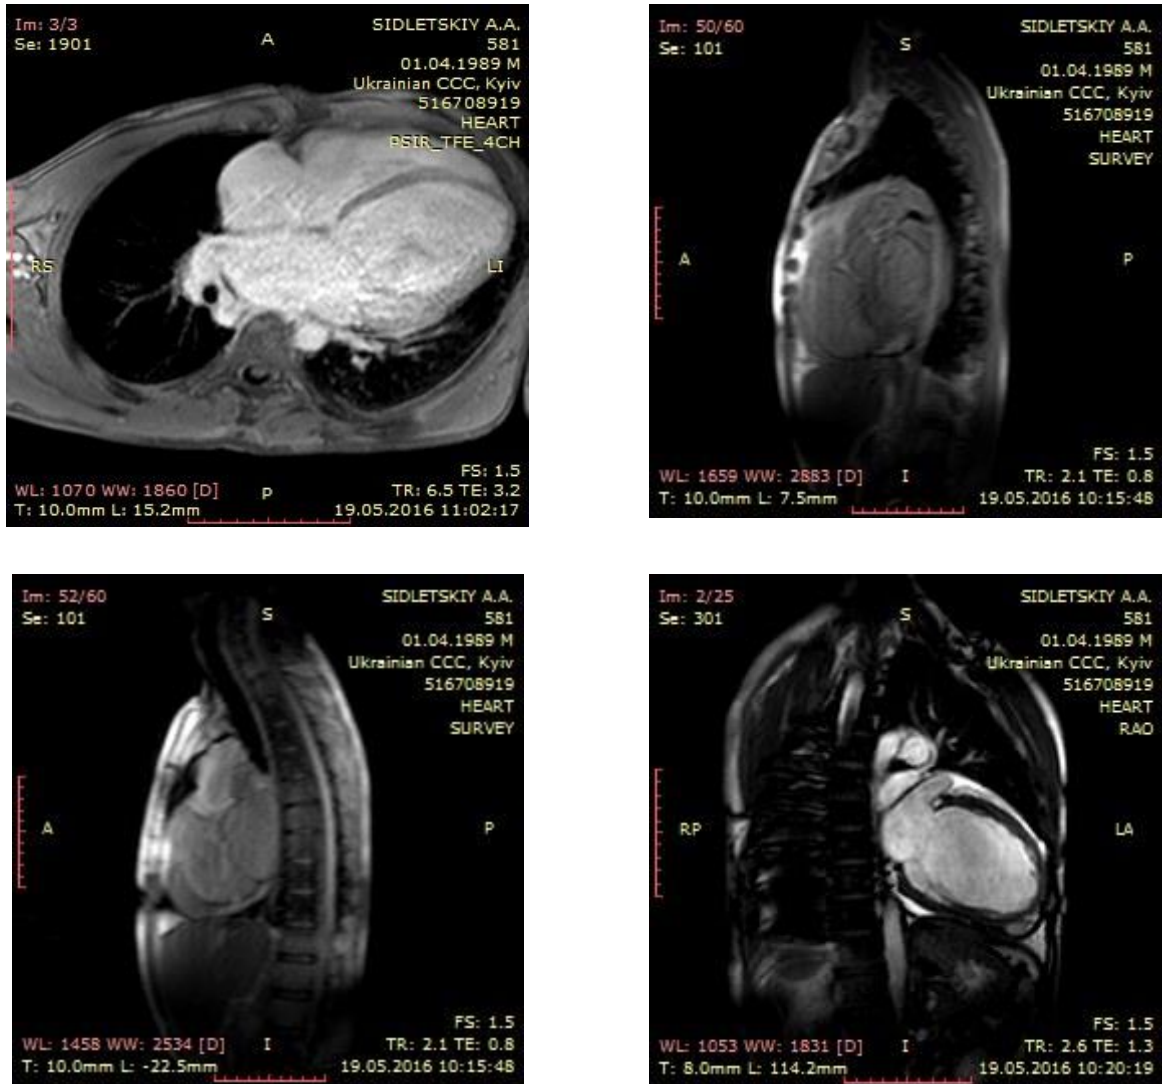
Результати МРТ в горизонтальній, сагітальній правій та лівій, фронтальній проекціях хворого С. при дилатаційній кардіоміопатії.
